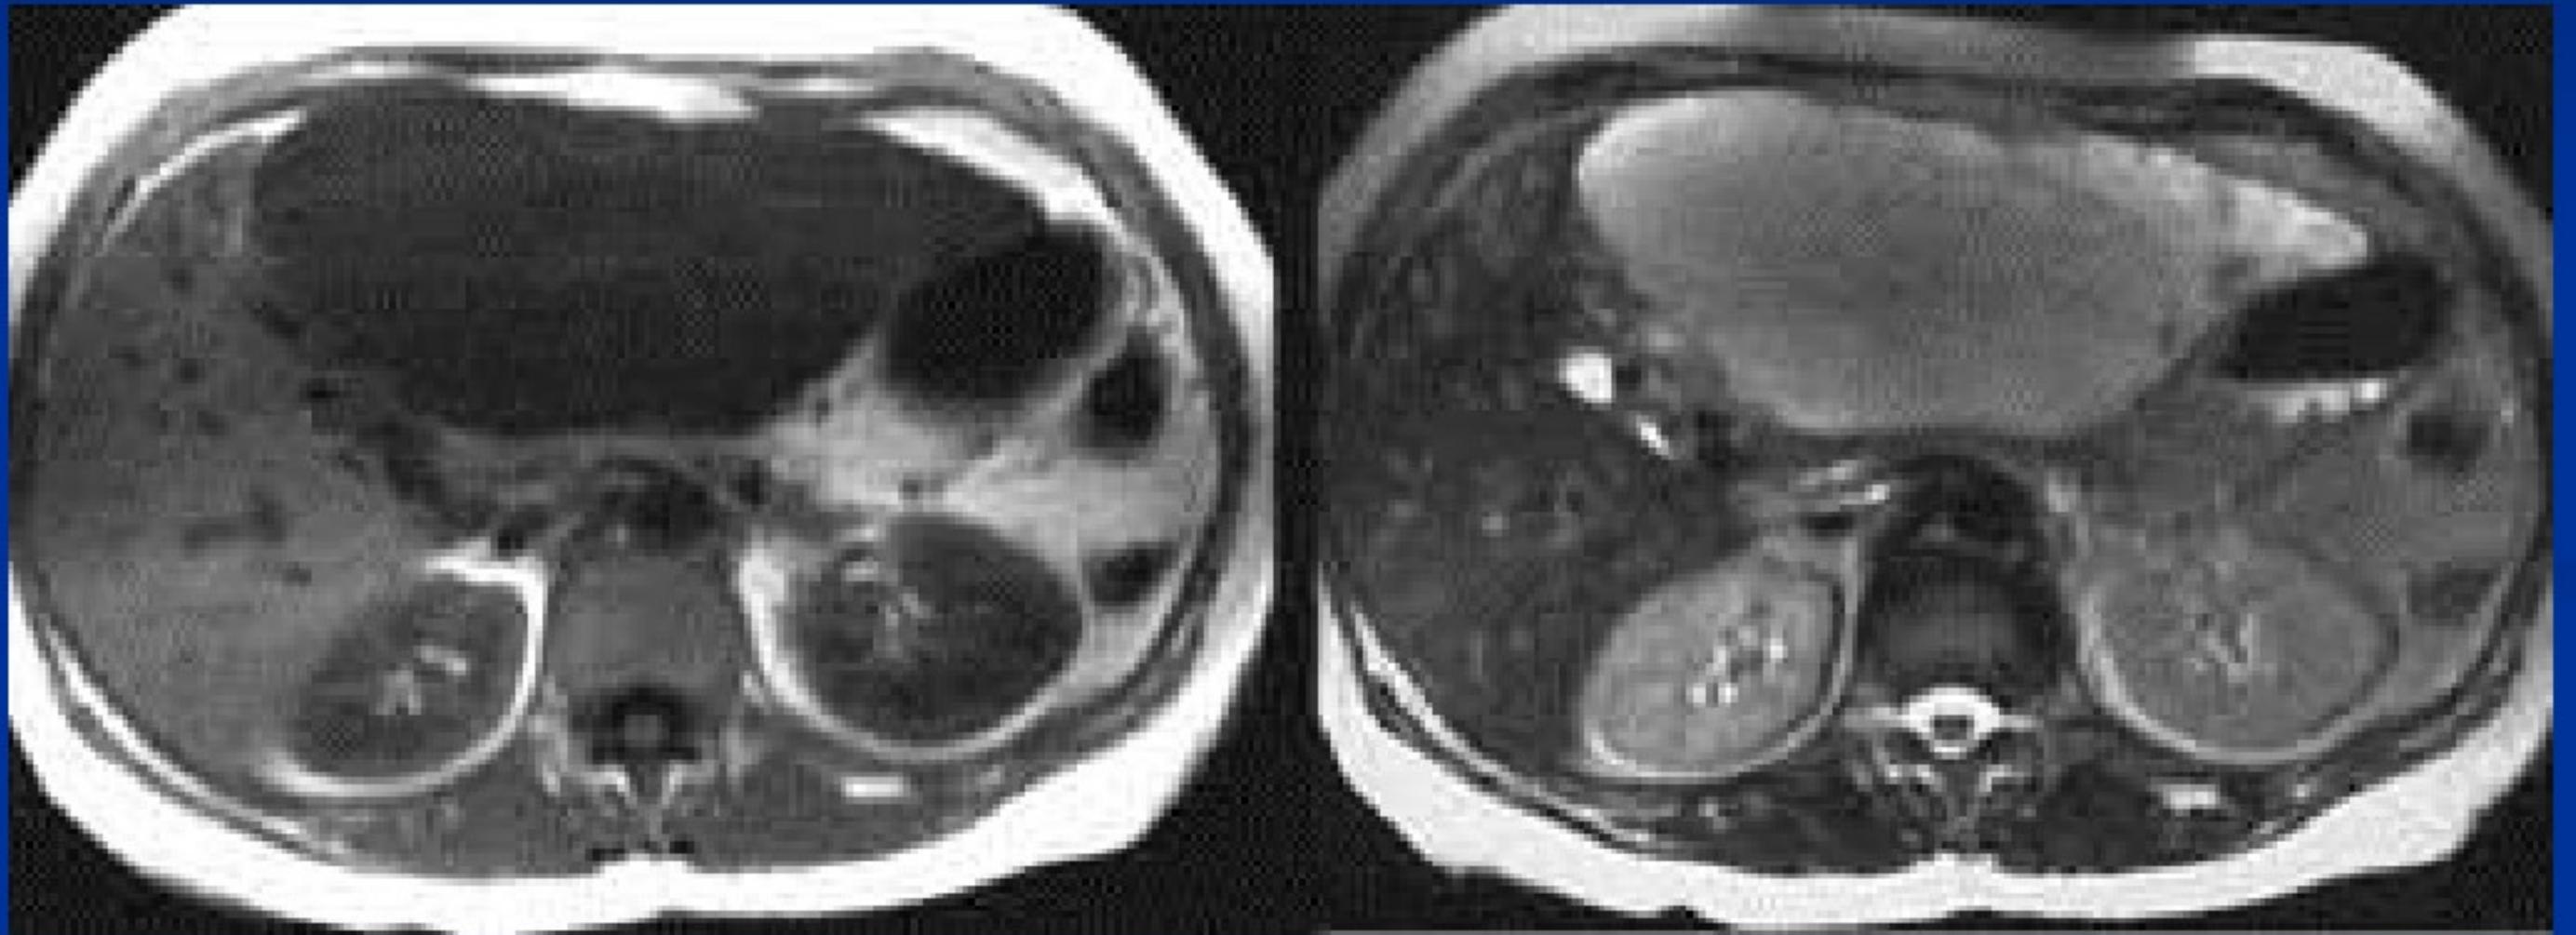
MRI的T1 见肝左叶有一个15cm的巨大低信号;
